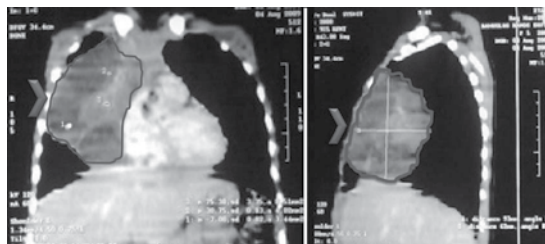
Tomografía de tórax con contraste intravenoso, cortes coronal y sagital.
